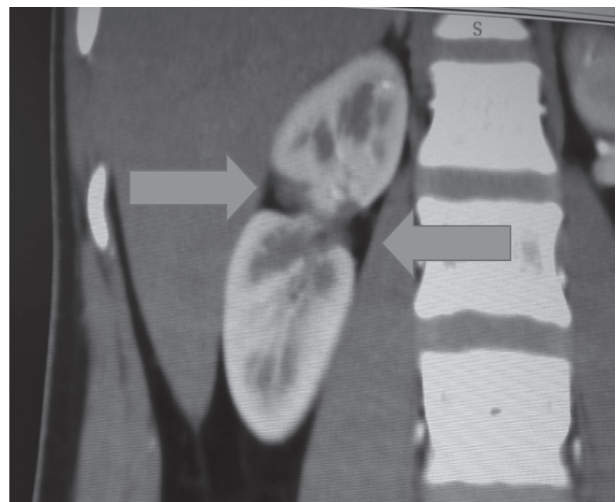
Coronal CT image; Right kidney; presence of contour lobulation and defective cortical continuity (blue arrow)
